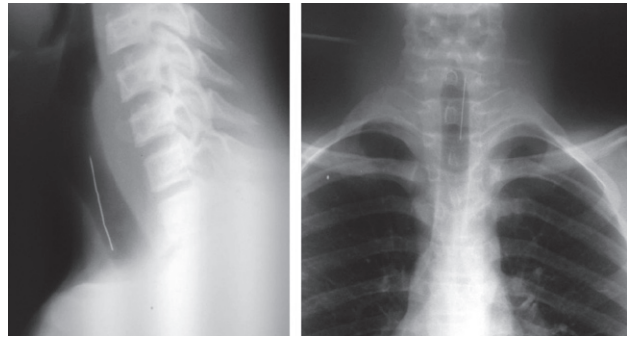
Обзорная рентгенография органов грудной клетки, боковая рентгенография шеи по Земцову: на уровне шейного отдела трахеи определяется металлическая тень инородного тела – металлическая швейная игла
